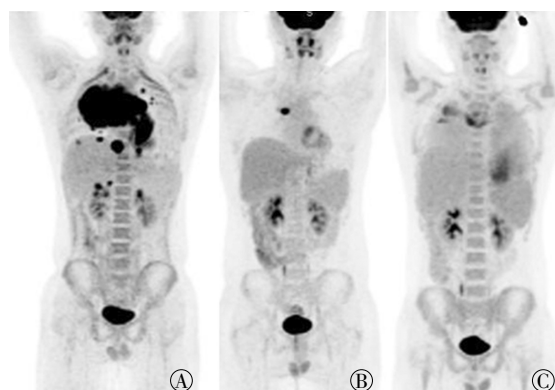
弥漫大B细胞淋巴瘤患儿(男性, 15岁)MIP图 图中, A: 化疗前PET/CT全身MIP图 B: 化疗3个月后PET/CT全身MIP图 C: 化疗后10个月PET-CT全身MIP图。MIP: 最大密度投影。
